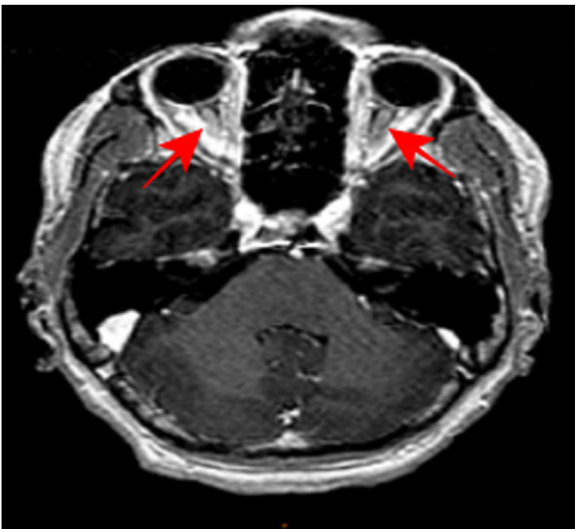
RM cerebral 3D T1 tras la administración del contraste intravenoso. En este corte axial, comparándolo con el previo, se objetiva hipercaptación de contraste por parte de ambos nervios ópticos, hallazgo muy sugestivo de neuritis óptica bilateral.
